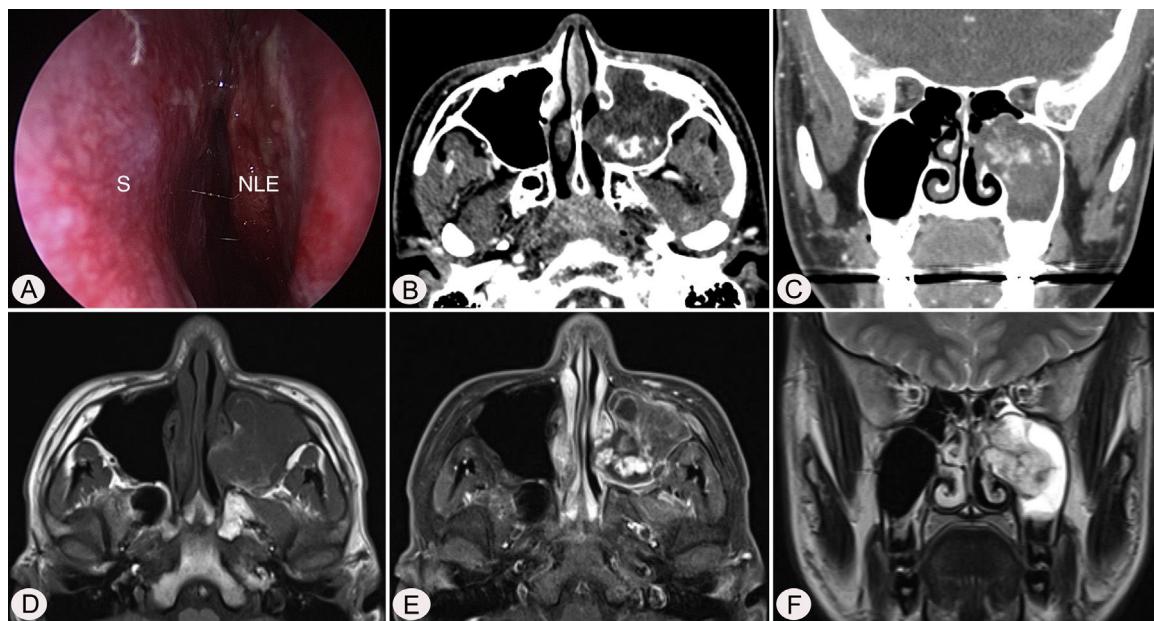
Achados endoscópicos e radiológicos pré-operatórios. A endoscopia nasal (A) mostra abaulamento da parede nasal lateral esquerda (NLE). Imagens de tomografia computadorizada axial (B) e coronal (C) mostram massa com realce heterogêneo no seio maxilar esquerdo, sem envolvimento ósseo adjacente. A massa mostra elevada intensidade de sinal misto em T1 axial (D), grande realce em pós-contraste T1 axial (E) e sinal de alta intensidade heterogêneo em T2 coronal (F) nas imagens de ressonância magnética. S, septo nasal.
